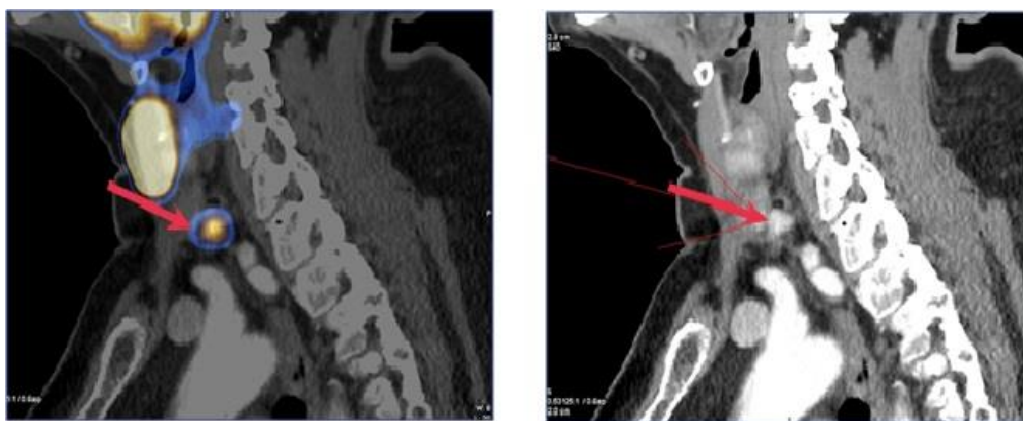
ОФЭКТ/КТ с ^{99m}Tc -МИБИ, образование ОЩЖ позади и книзу от нижнего полюса левой доли (\rightarrow) накапливающее РФП (изображения Дегтярев М.В., НМИЦ эндокринологии).
